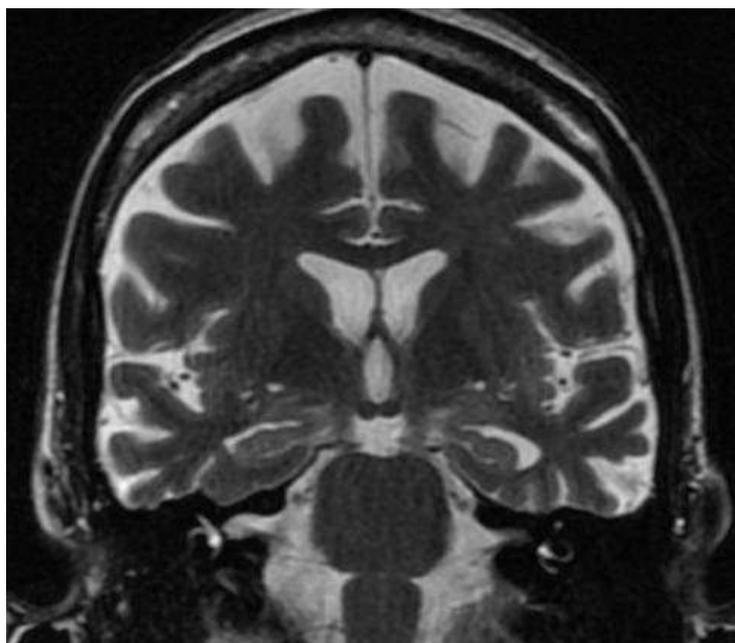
RM encéfalo evidenciando atrofia dos hipocampos e estruturas dos lobos temporais mesiais bilateralmente, mais evidente à esquerda.
